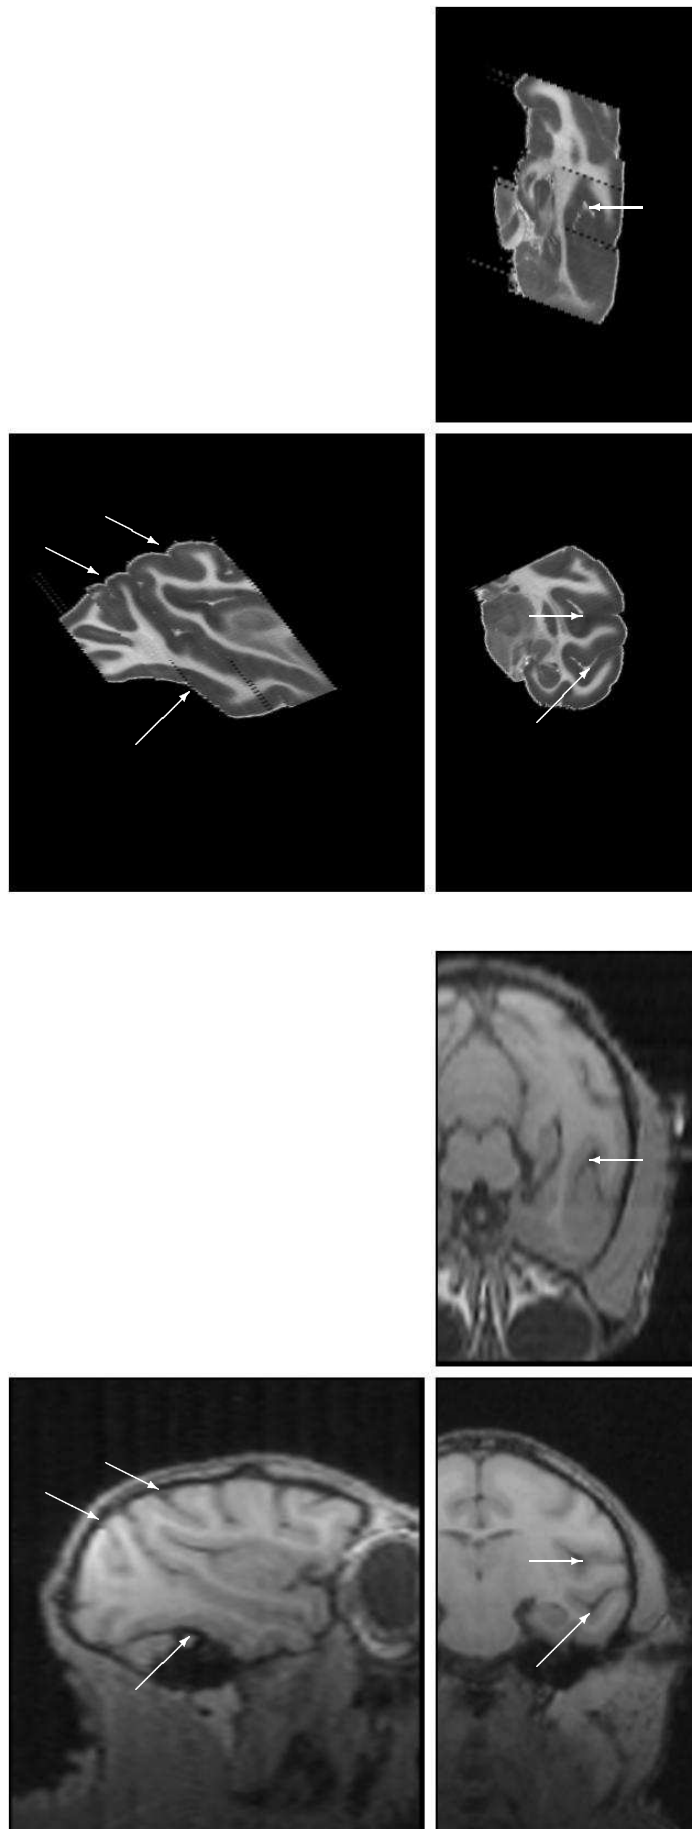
Fusion du bloc postérieur avec l'image IRM. Les flèches sur l'image IRM indiquent des points d'intérêt afin d'aider à l'inspection visuelle du résultat. Celles-ci correspondent au même point géométrique.
